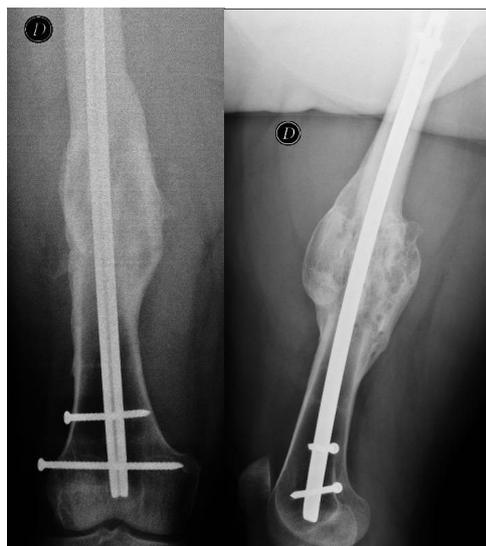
Radiografía ocho meses después de la cirugía, mostrando adecuada alineación en ambos planos.
